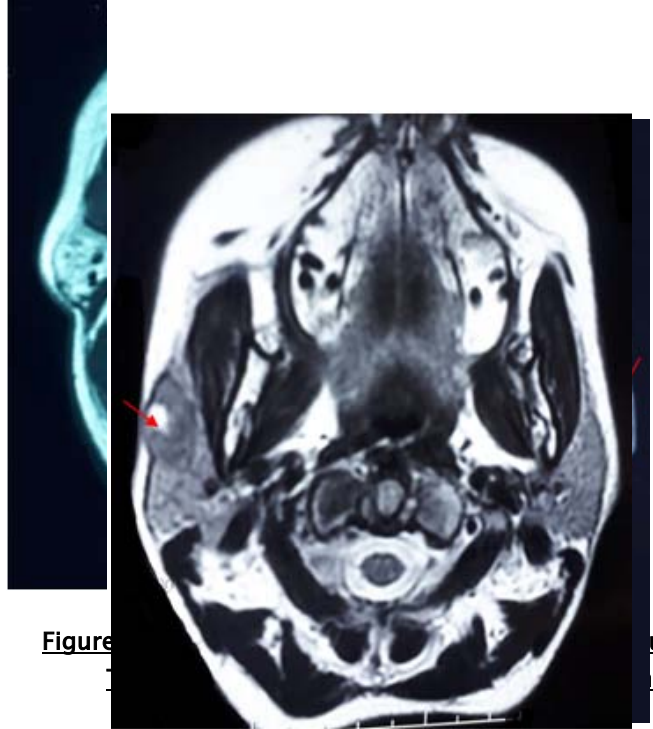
IRM parotidienne en coupe axiale en pondération T1, montrant 2 formations tissulaires oblongues au dépend des deux lobes superficiel et profond gauches ; bien limitée à contours réguliers, se présentant en hyposignal.
